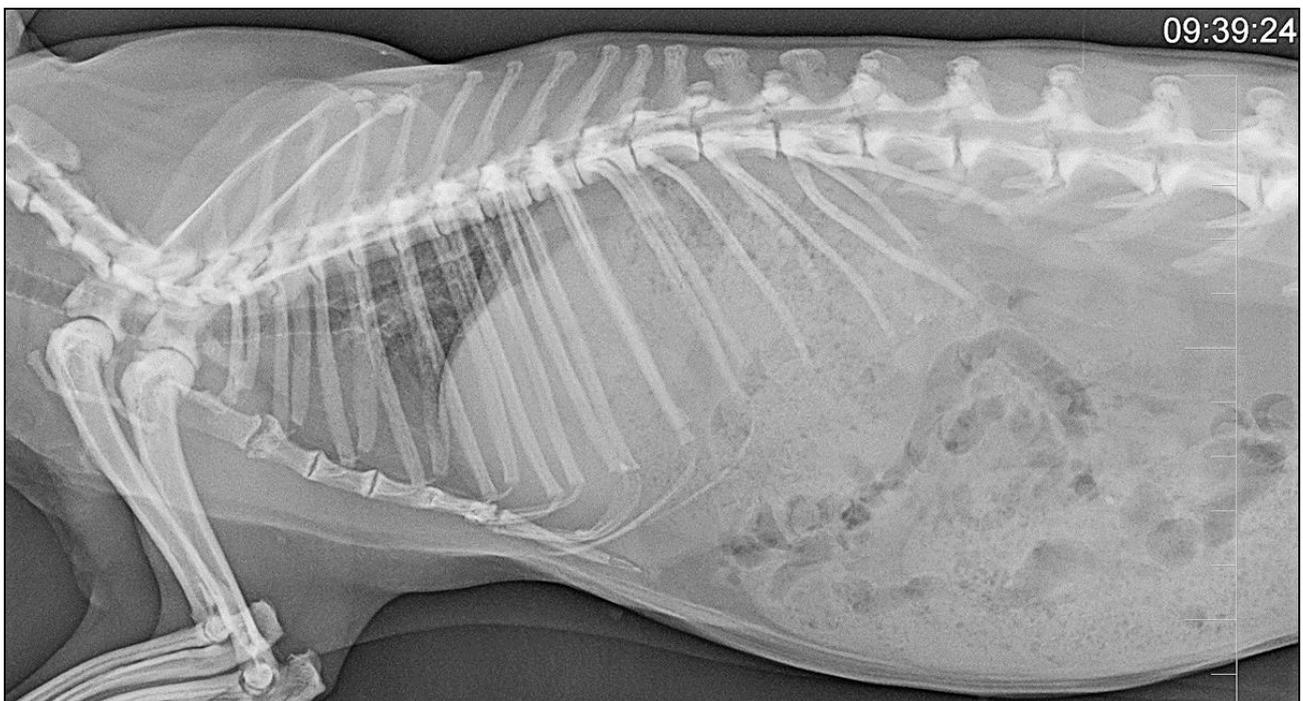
Radiographie prise lors de 3^{ième} examen, montrant une calcification accrue des organes et vaisseaux sanguins au niveau du thorax et une forme anormalement ronde des reins.
